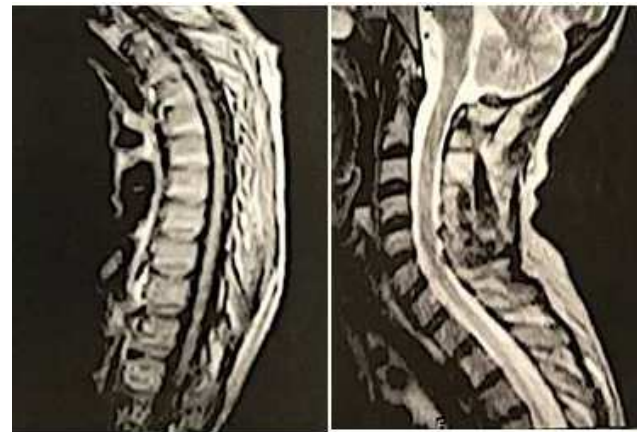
RM de coluna cervical a esquerda e dorsal a direita, ponderadas em T2 e FLAIR respectivamente, que não evidenciou alterações de sinal na medula espinhal.
